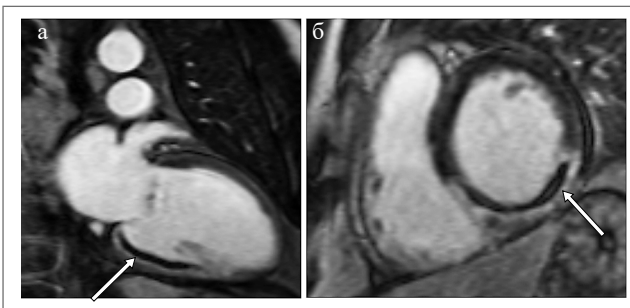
МРТ с отсроченным контрастированием: а – 2-камерная длинная ось ЛЖ; б – 2-камерная короткая ось ЛЖ. Зона накопления контрастного препарата выглядит яркой, низкоинтенсивная область внутри зоны накопления (указано стрелкой) – участок внутрисосудистой обструкции.
